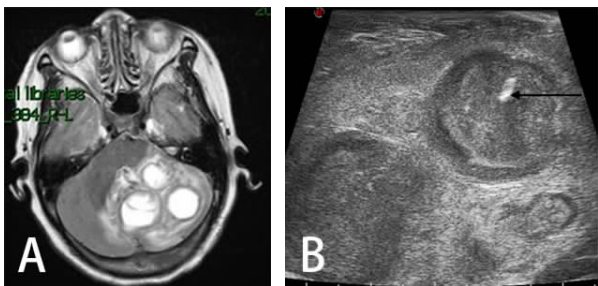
1 例小脑多发脓肿患者术前 MRI 和术中超声图
